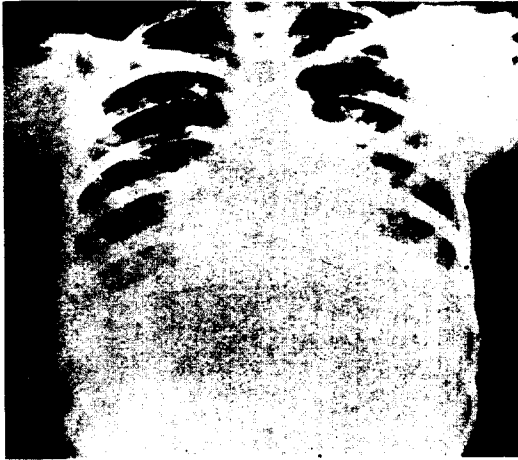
수술전 흉부단순X선상 심흉비는 0.6 이고 심한 폐울혈상과 우측늑막삼출액을 볼 수 있다.
